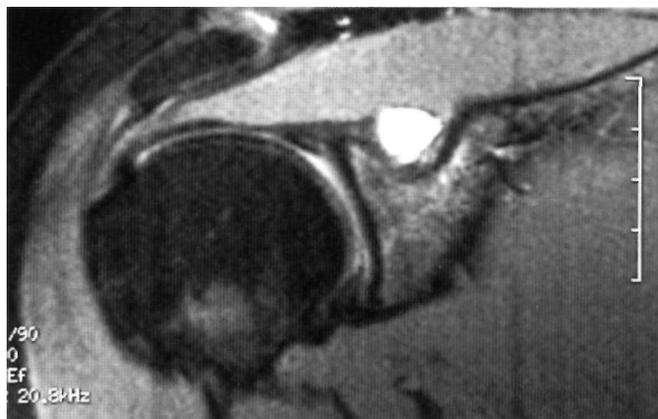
Resonancia Magnética en la que apreciamos la relación del ganglione con las estructuras vecinas.
